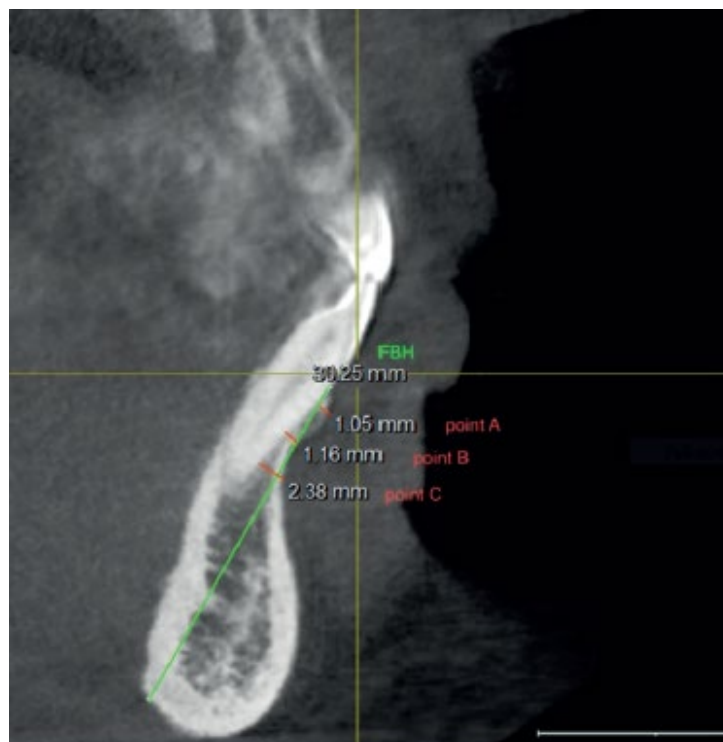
Imagem da Tomografia pré-operatória
